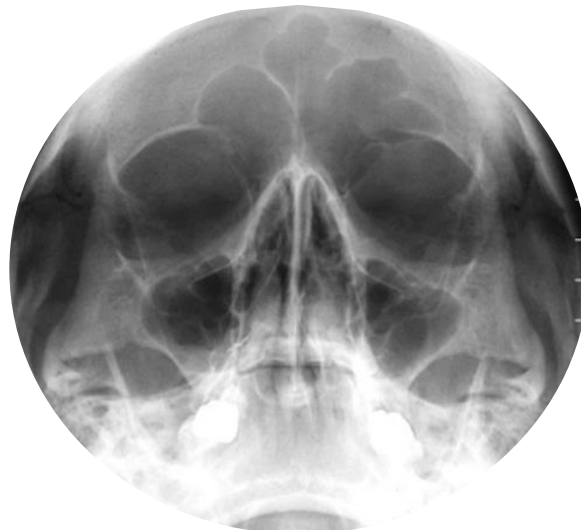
Radiographie incidence de Blondeau
